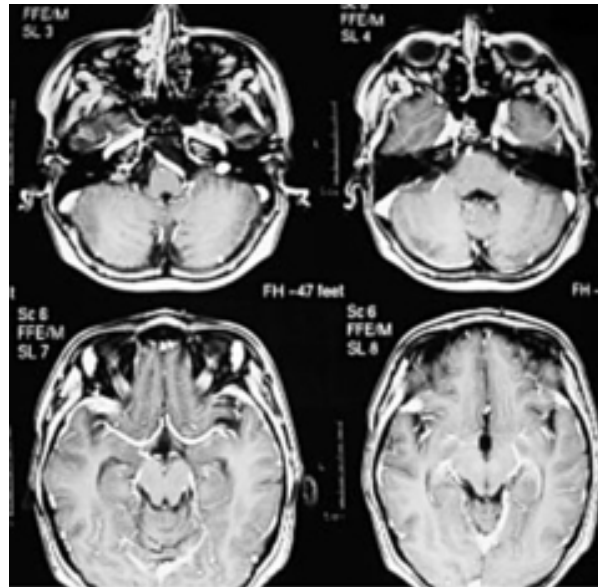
IRM posterior a cirugía. Muestra extirpación total de la neoplasia cerebelosa.
